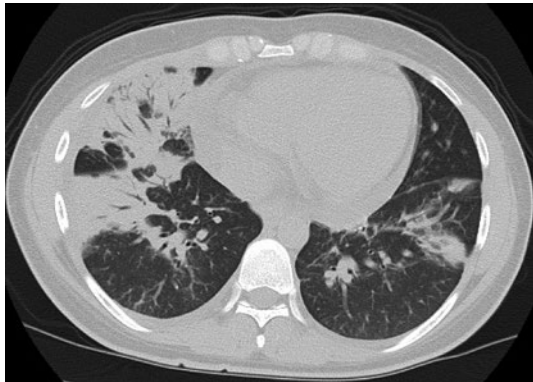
入院第6病日の chest CT. 両下葉の air-space consolidationが増悪し, 右中葉にも air-space consolidationを認めた.
